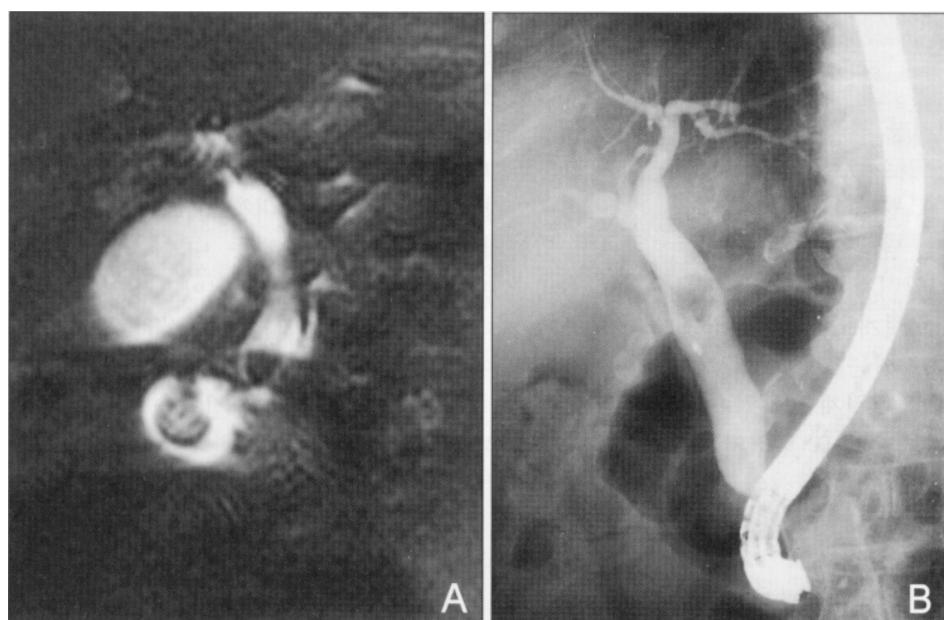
(A) A magnetic resonance cholangiopancreatographic finding. A 1.5 cm sized stone is noted in the distal common bile duct with dilated extrahepatic bile duct and a large duodenal diverticulum. (B) An endoscopic retrograde cholangiographic finding. The duodenoscope was inserted through the afferent limb of the Billroth II gastrojejunostomy. A 1.5 cm sized floating stone is noted in the common hepatic duct level.
